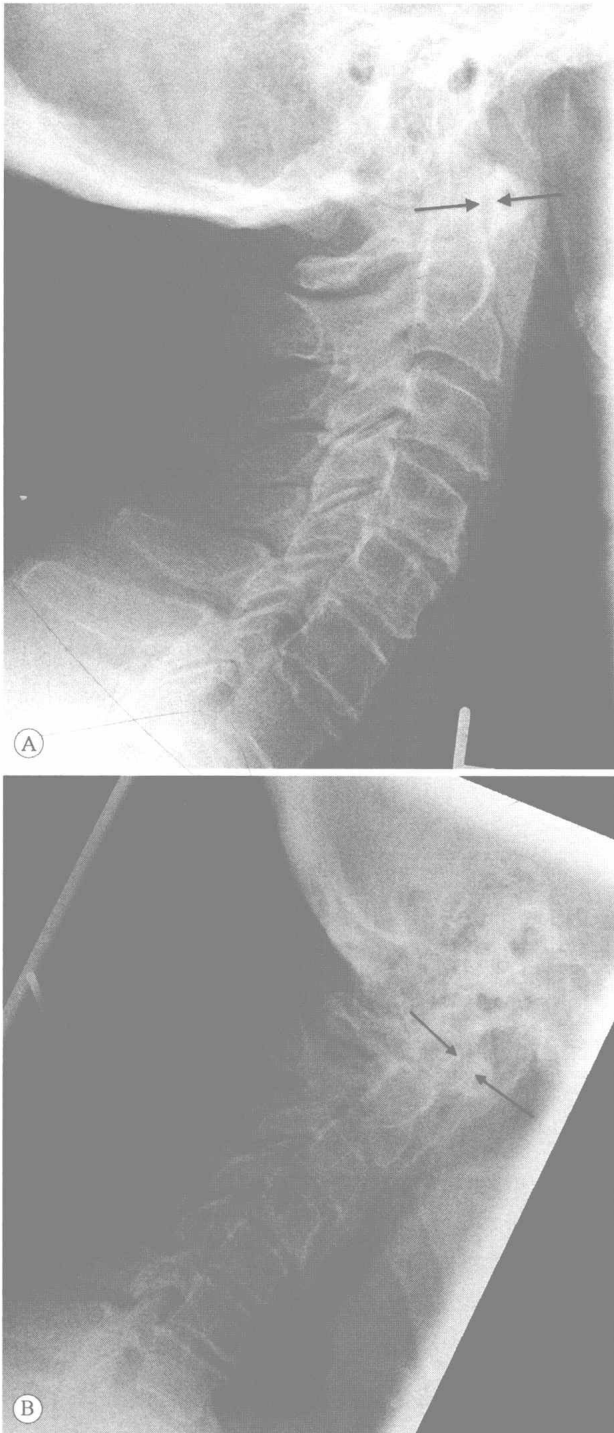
颈椎侧位过伸位(A)和过屈位(B)X线片
